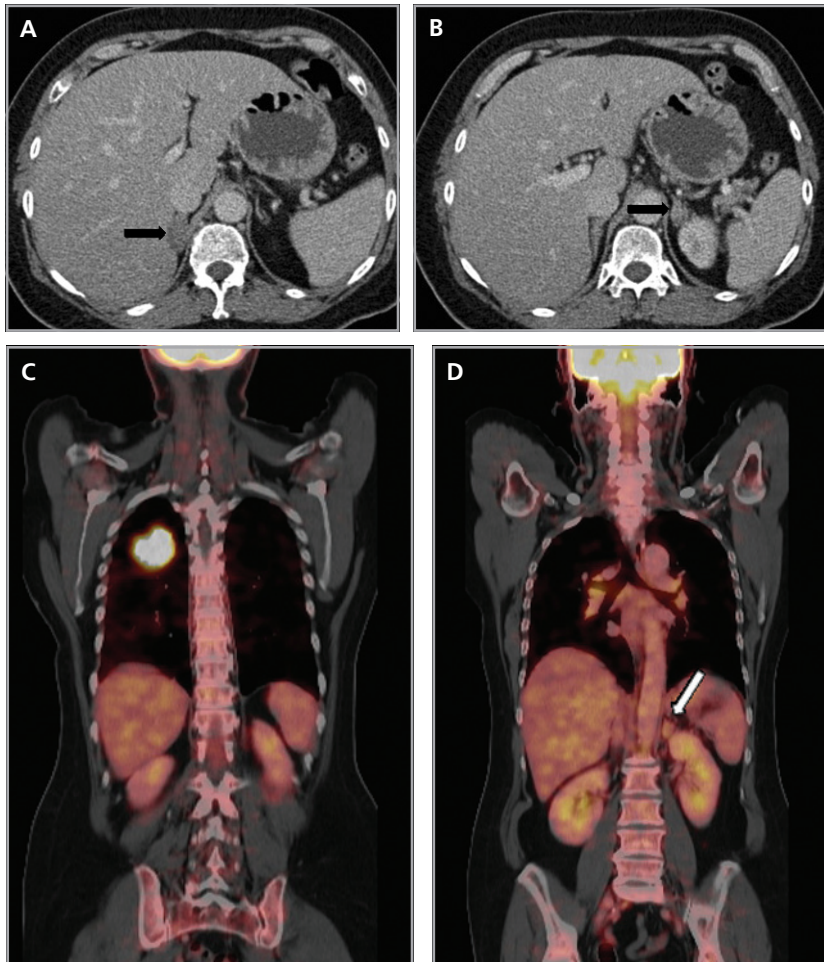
PET CT en Ca pulmonar. En imágenes de TC contrastada (a y b) se demuestran nódulos en ambas glándulas suprarrenales (flechas), de carácter inespecífico. En reformateo coronal fusionado de PET-CT (c) se demuestra una masa pulmonar hipermetabólica en el lóbulo superior derecho, determinada por una lesión broncogénica primaria y (d) no se visualizan áreas de hipermetabolismo en relación a las lesiones suprarrenales descritas (flecha), indicando etiología benigna.
